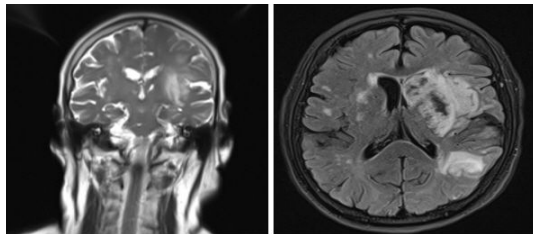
Brain MRI images of patient (2019.08.28).
